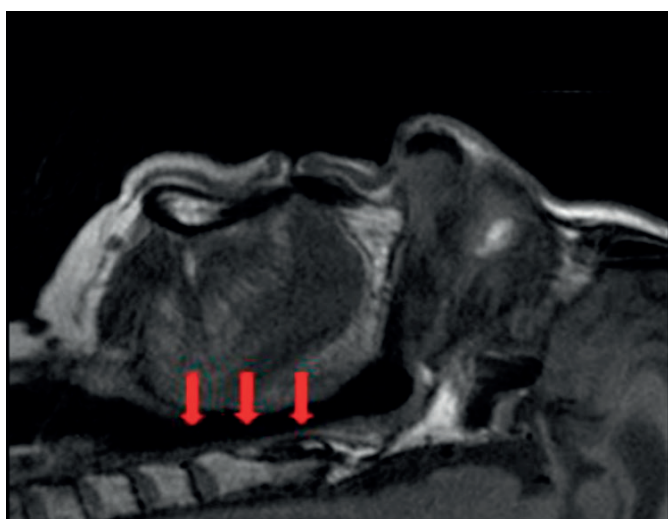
Эффект создаваемый каппой по данным компьютерной томографии.
